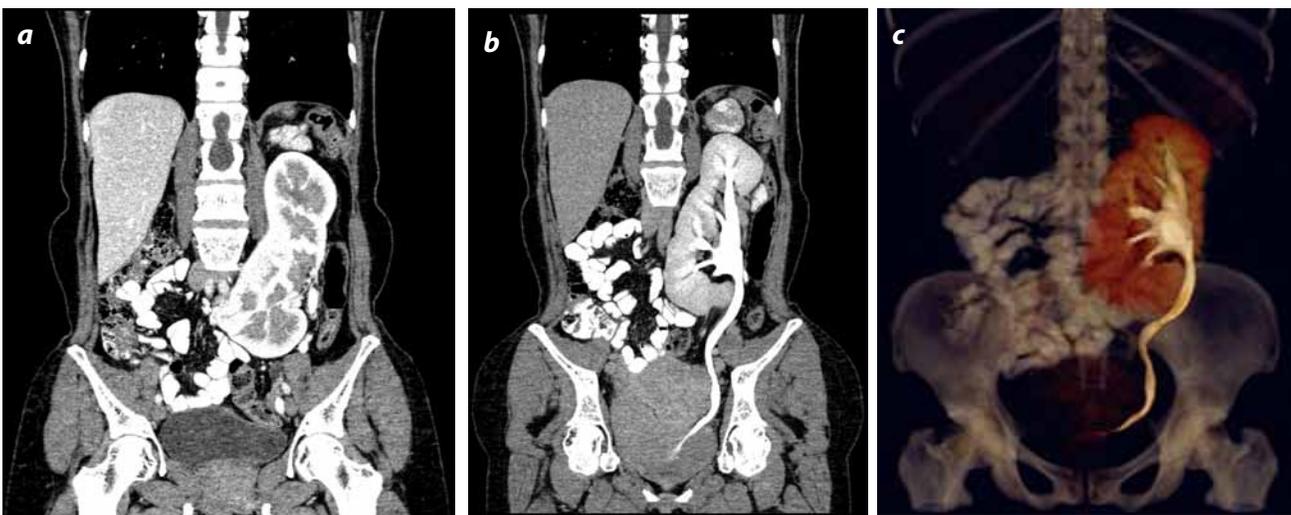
Ectopia renal cruzada fusionada: reconstrucción coronal de TC, se demuestra ectopia renal cruzada derecha con fusión al polo inferior izquierdo y fusión del uréter.
